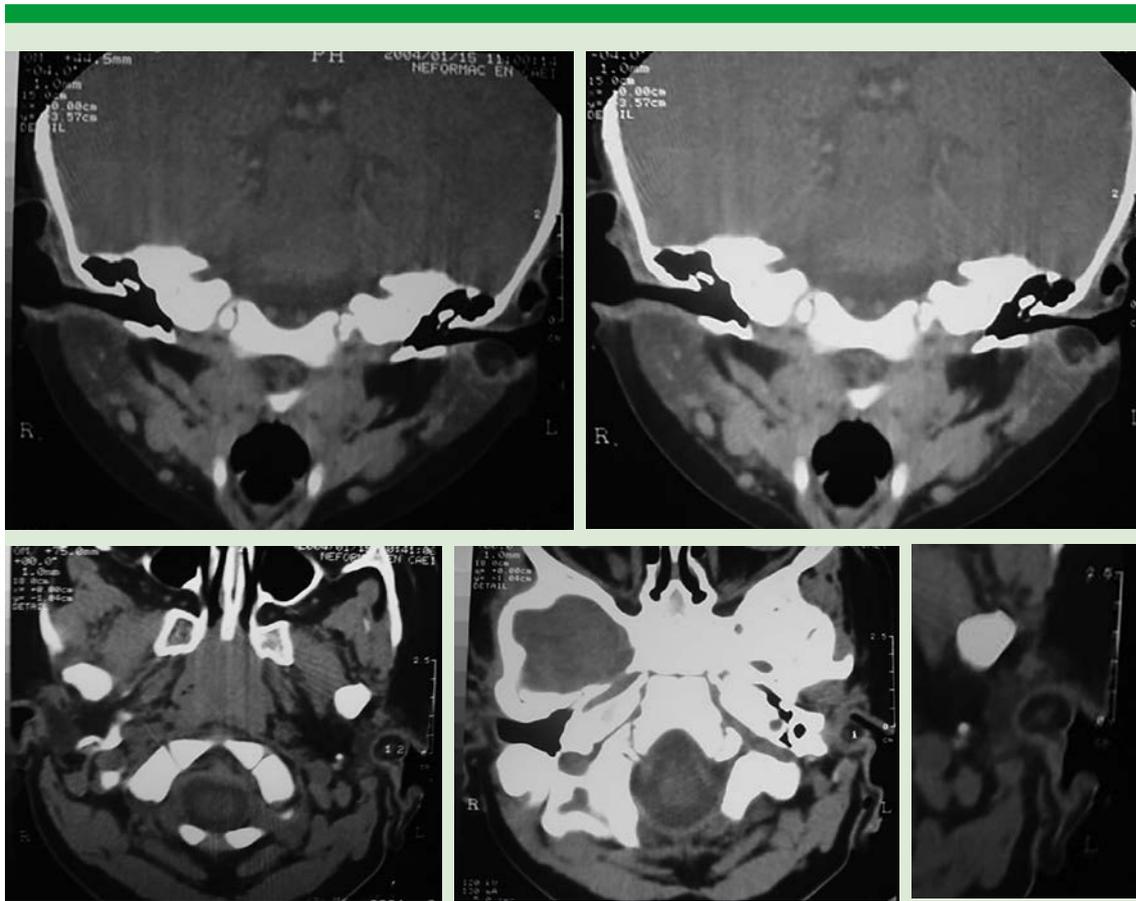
Tomografía computada de oído, corte axial y coronal con lesión isodensa en el oído externo izquierdo redondeada, al contraste se identifica área central isodensa con reforzamiento periférico.
